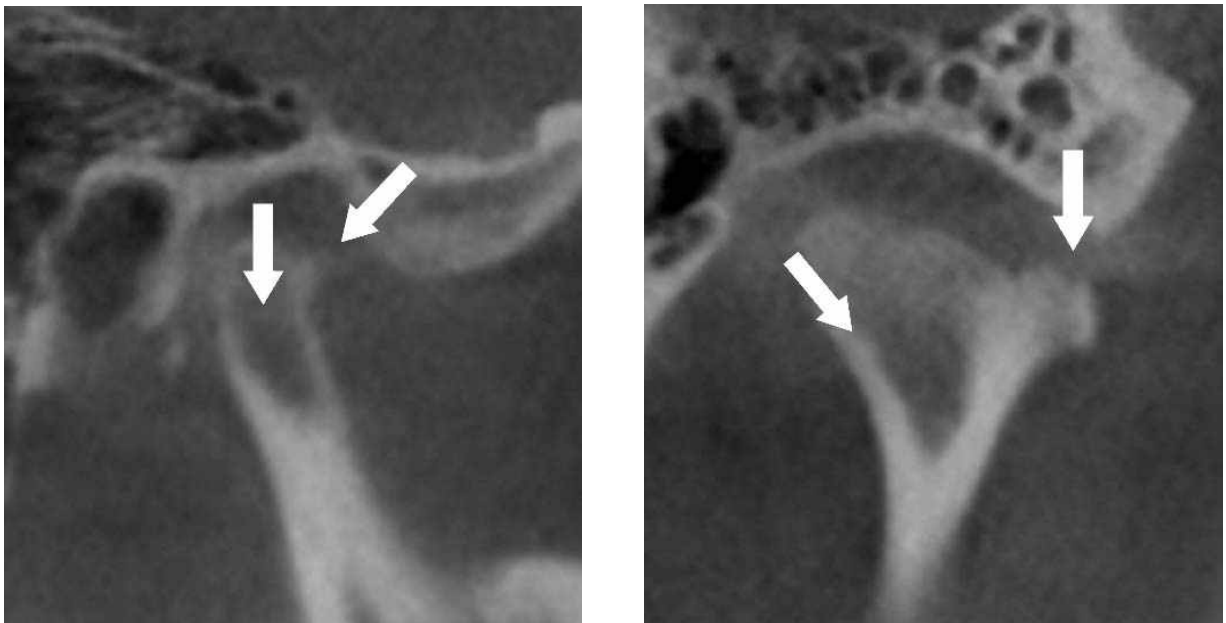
Sagittal and coronal reconstruction of CBCT images showing a sclerosis of the condyles(arrow).
